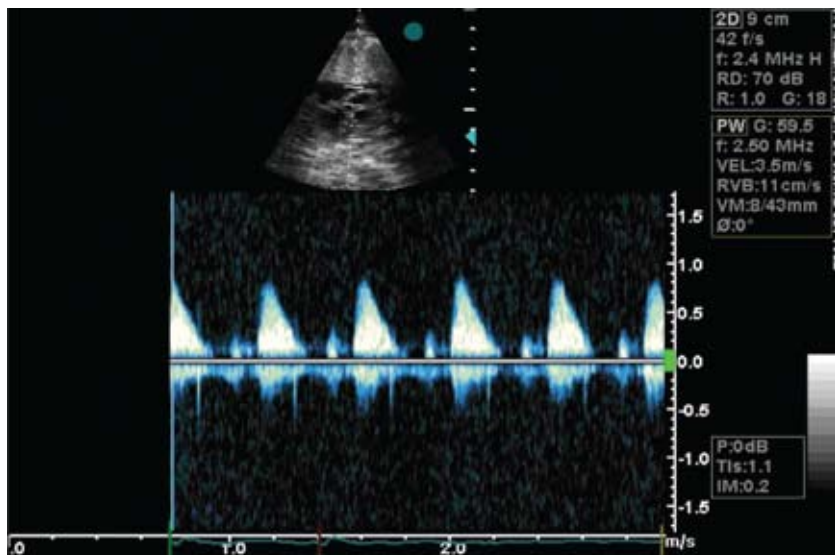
Doppler pulsado registrando simultáneamente velocidades en VCS y aorta ascendente en feto con ritmo sinusal normal.
